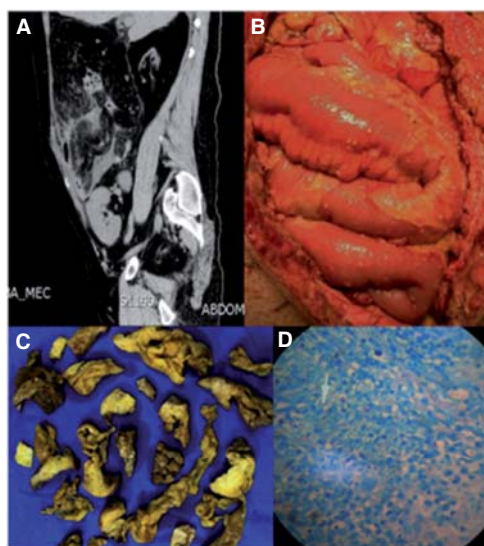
Imágenes del caso A. Tomografía abdominal. B. Asas intestinales expuestas con lesiones granulomatosas sobre la serosa. C. Tejido macroscópico. D. Tinción de Ziehl-Neelsen.
